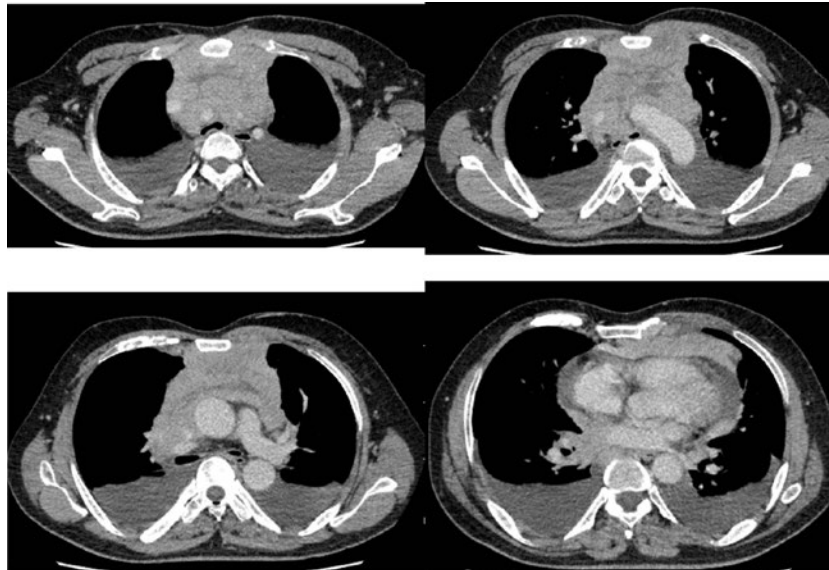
入院時胸部造影CT. 前縦隔に90mm大の腫瘤を認め、気管は腫瘤によって狭窄していた。両側の胸水貯留と心嚢液貯留を認めた。
